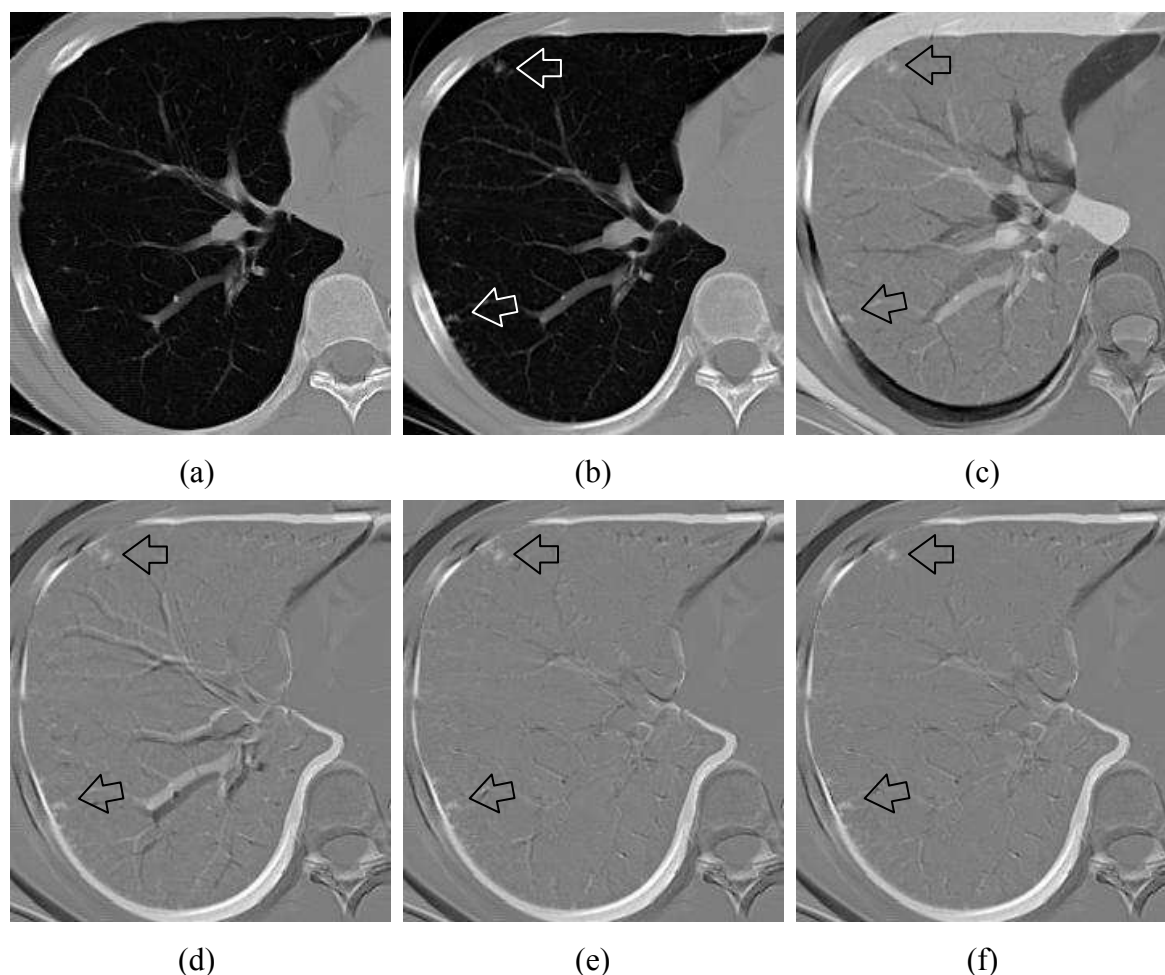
胸部 CT 画像に対する経時的差分技術の適用結果
